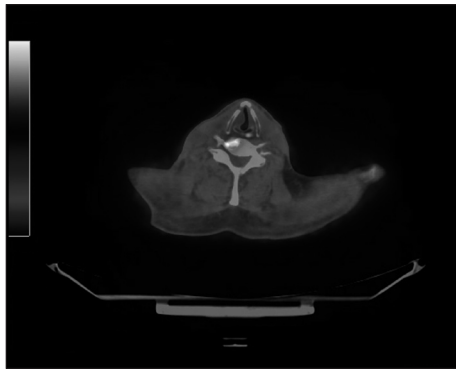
PET-CT taken 4 months after the operation shows the probability of skeletal metastasis in the C6 spine without significant intervalchange(SUV was increased slightly from 5.9 to 6.3).
